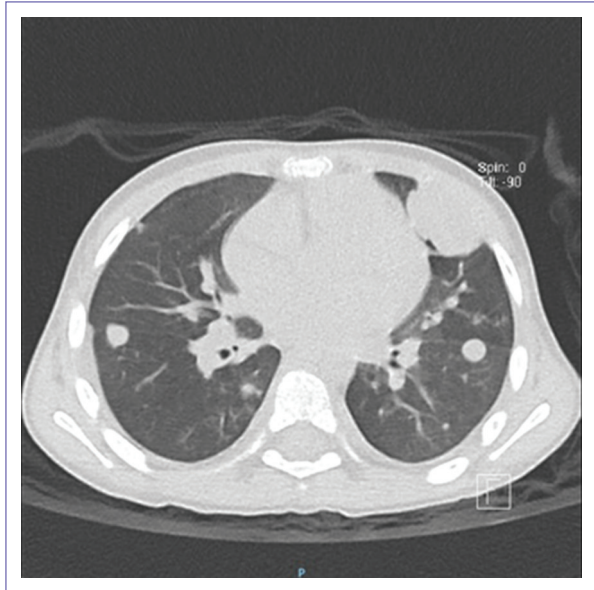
Tomografía de tórax con lesiones pulmonares bilaterales.
